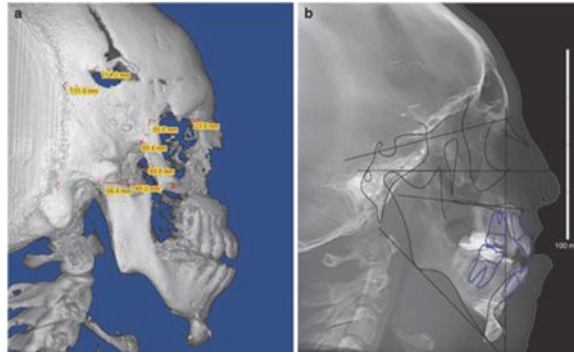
(a) rendu volumétrique latéral avec analyse céphalométrique 3D, (b) image comparable à une image de céphalométrie 2D, les 2 issus d'un CBCT (Harrell et al ,2018)
